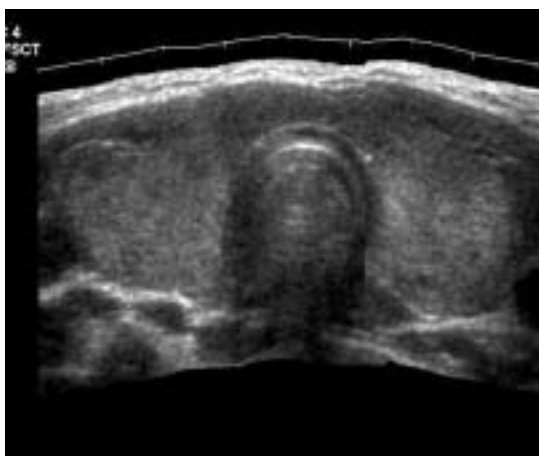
Ecosonograma muestra aumento del volumen tiroideo y ecogenicidad heterogénea en tiroiditis crónica autoinmune (Cortesía Dr. Leandro Fernández).
